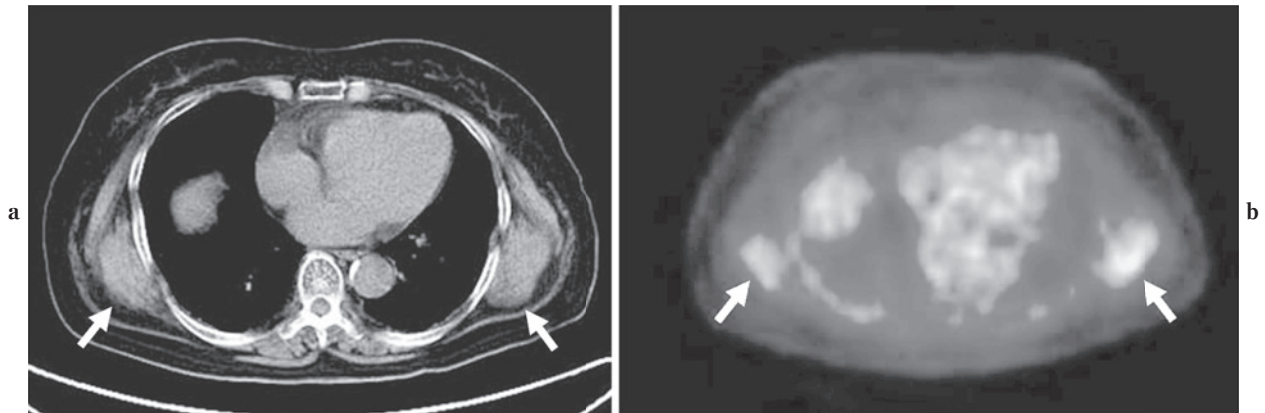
a: Transverse CT image shows poorly defined bilateral subscapular masses, posterior to the serratus anterior and medial to the latissimus dorsi (arrows). b: Transverse PET image shows a moderate degree of FDG accumulation in bilateral subscapular masses (arrows).
